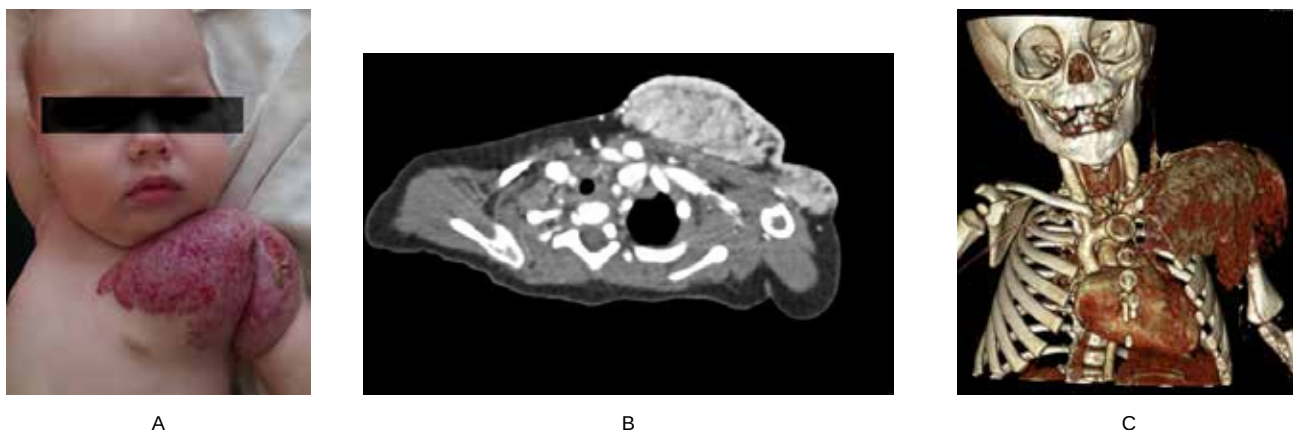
Дівчинка П., 5 місяців, ІГ м'яких тканин грудної стінки і лівого плечового суглоба: А – фото, ІГ великих розмірів, із виразками на поверхні, В – КТ з внутрішньовенним контрастуванням, аксіальна проекція, інтенсивне накопичення контрасту, С – 3D-реконструкція, судинне утворення, відсутність невакуляризованих ділянок.
